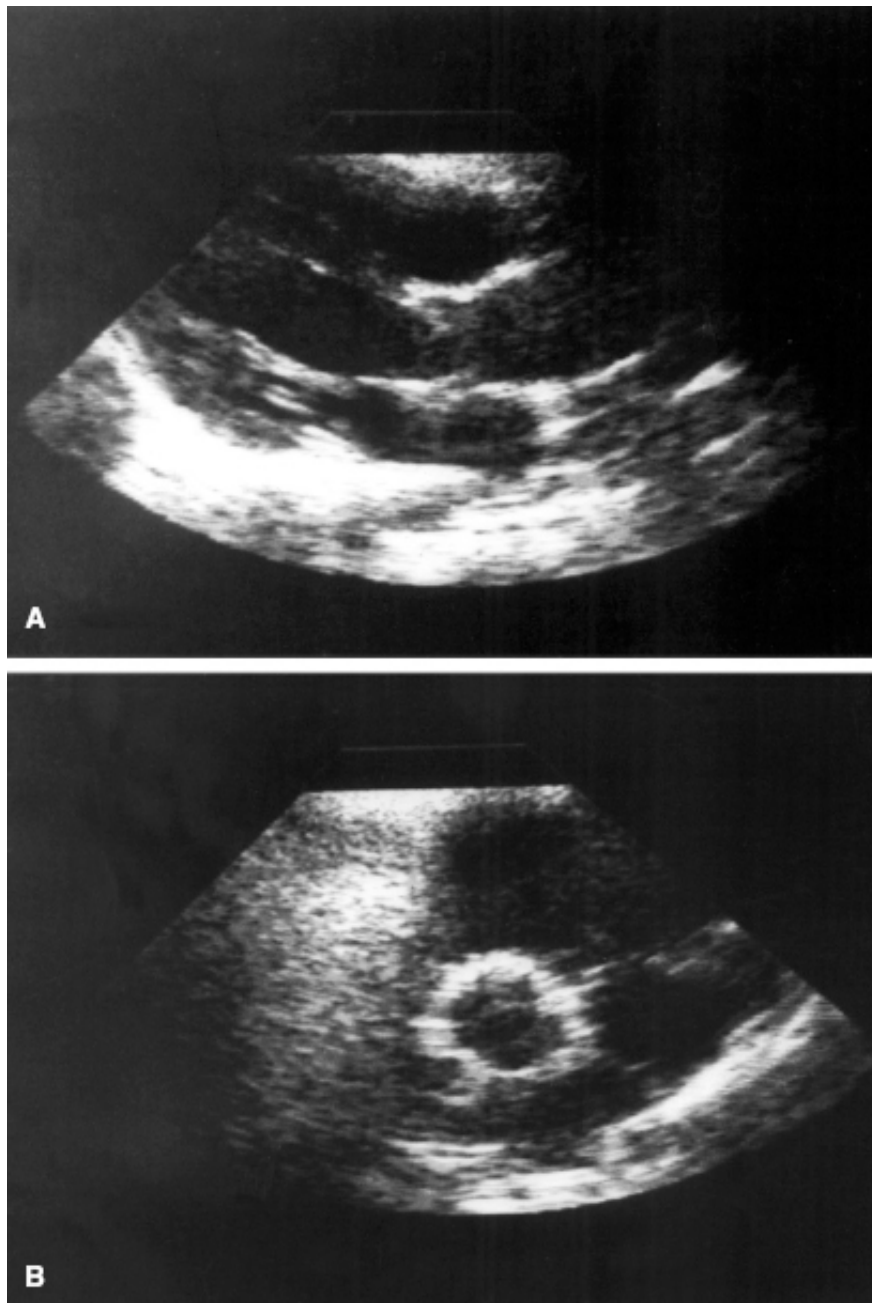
Ecocardiograma de um paciente com estenose aórtica. A. Eixo do ventrículo esquerdo mostrando uma valva aórtica bicúspide. B. Eixo menor do ventrículo esquerdo mostrando área valvar reduzida por fusão comissural.
